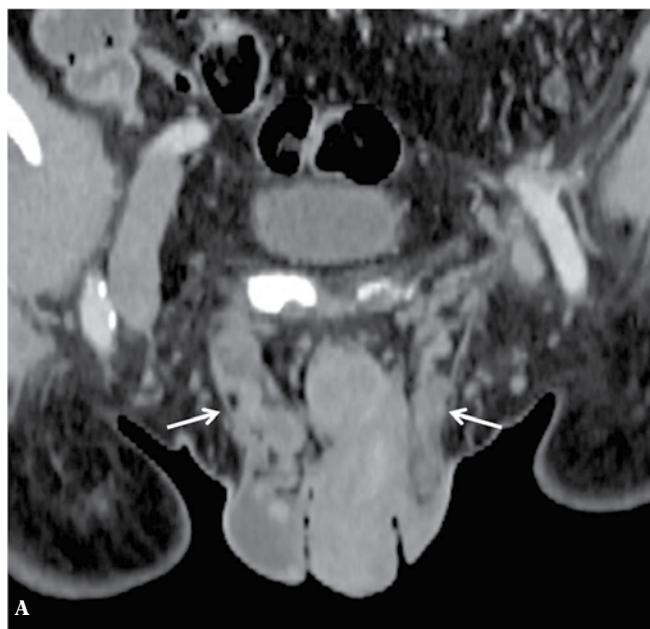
A. Computed tomography: a 70-year-old patient with varicocele, with larger varicocele on the right (arrows). B. A large right renal cell carcinoma (RCC) with lymph node metastases. C. A tumor plug entering the inferior vena cava and filling nearly its entire cross-section
